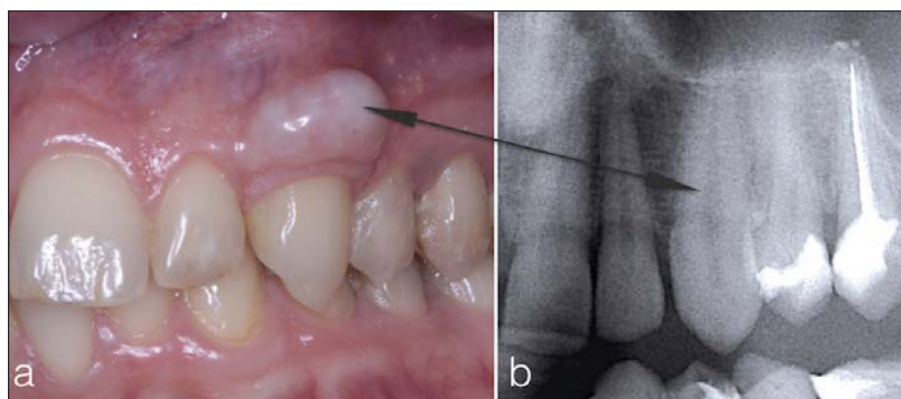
Exostosis localized labially on the alveolar ridge of the maxilla. An intra-oral picture (2a) and a radiograph of the area (2b).
